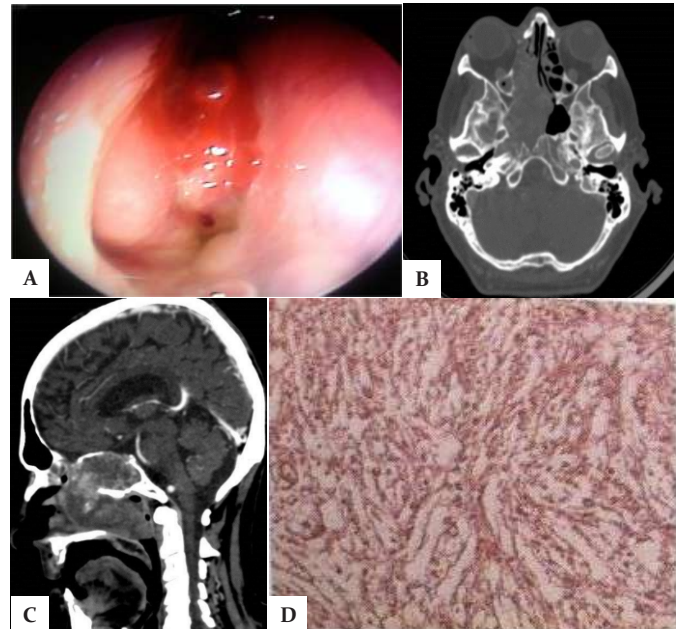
A) Endoscopia Nasal de la tumoración de fosa nasal derecha; B) TCNSPN corte axial donde se aprecia las características y extensión de la tumoración. C) RM corte sagital donde se aprecia la localización y patrón de vascularización de la tumoración. D) Histopatología de la tumoración nasal, fibroblastos con alto grado de pleomorfismos y atípicas celulares.
